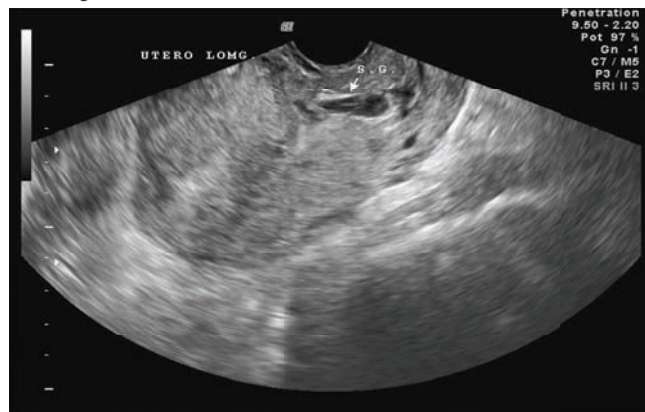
Ecografía trans-vaginal 3D, después de la inyección intrasacal de Metotrexato. Fuente: Fotografía tomada en CENALFES.
